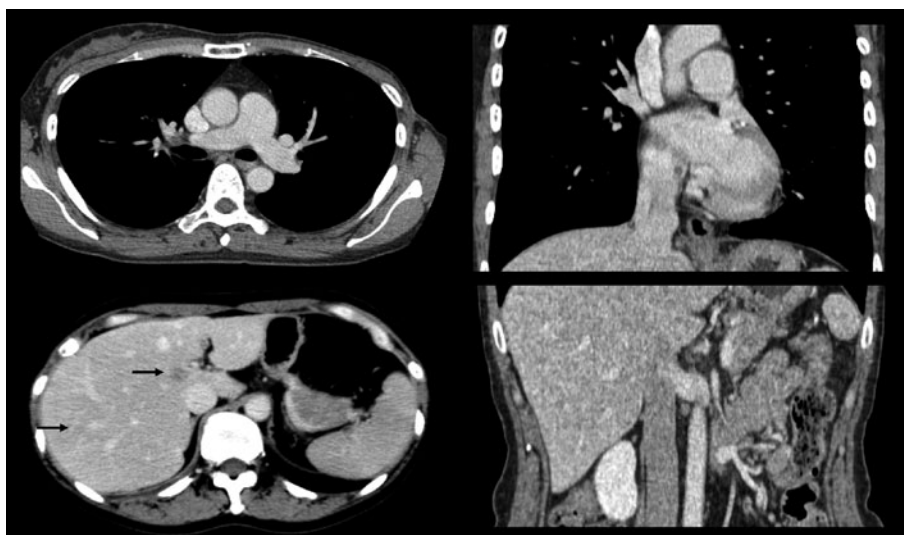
造影CT所見. 肺動脈の拡張は認められない. また, 肺動脈, 右心系, 下大静脈などに血栓や腫瘍血管浸潤は認められない. 肝臓に多発腫瘤影を認める (矢印).
